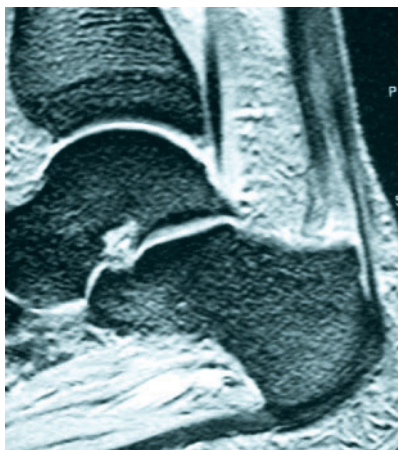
MRI mit subtotaler mehr als 50 %iger Ruptur der distalen Insertion der Achillessehne
